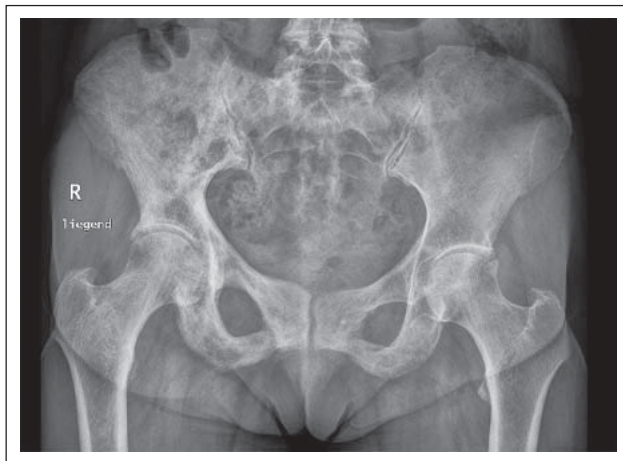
Becken-Röntgen anterior-posterior: PD im rechten Os ileum mit sklerotischen und einzelnen lytischen Veränderungen (gemischtes Stadium).
